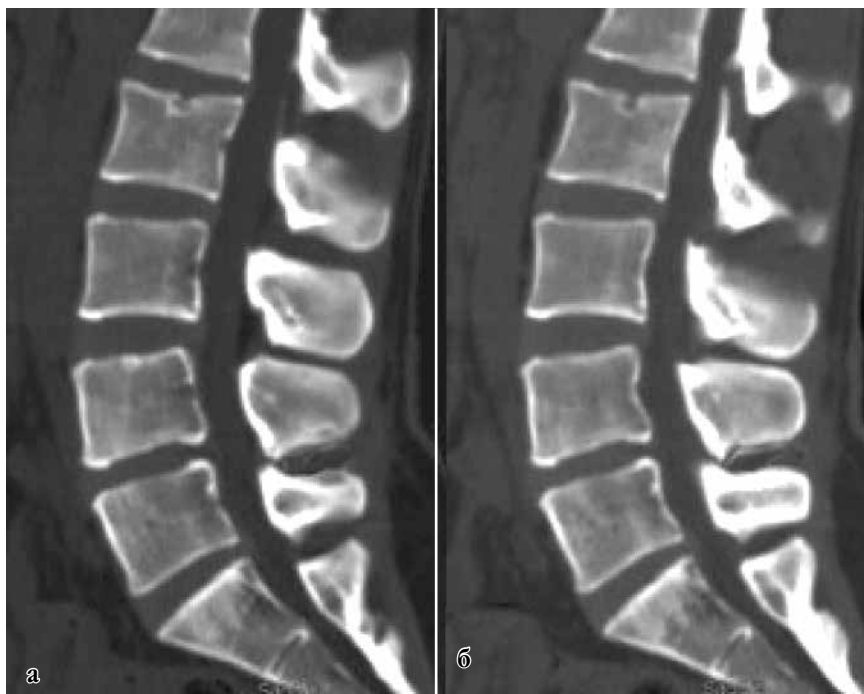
Данные контрольной МСКТ поясничного отдела позвоночника пациентки Ч. 21 года через 6 (а) и 12 месяцев после оперативного вмешательства
